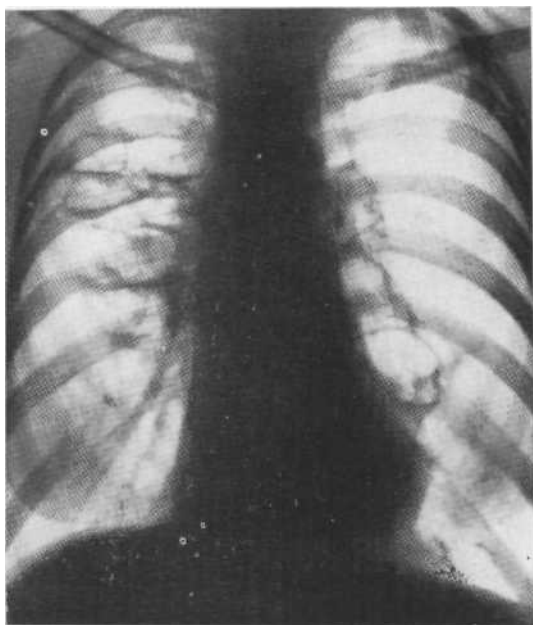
Обзорная рентгенограмма. Двусторонние бронхиальные кисты в фазе воспаления, в которых видны небольшие уровни жидкости.
